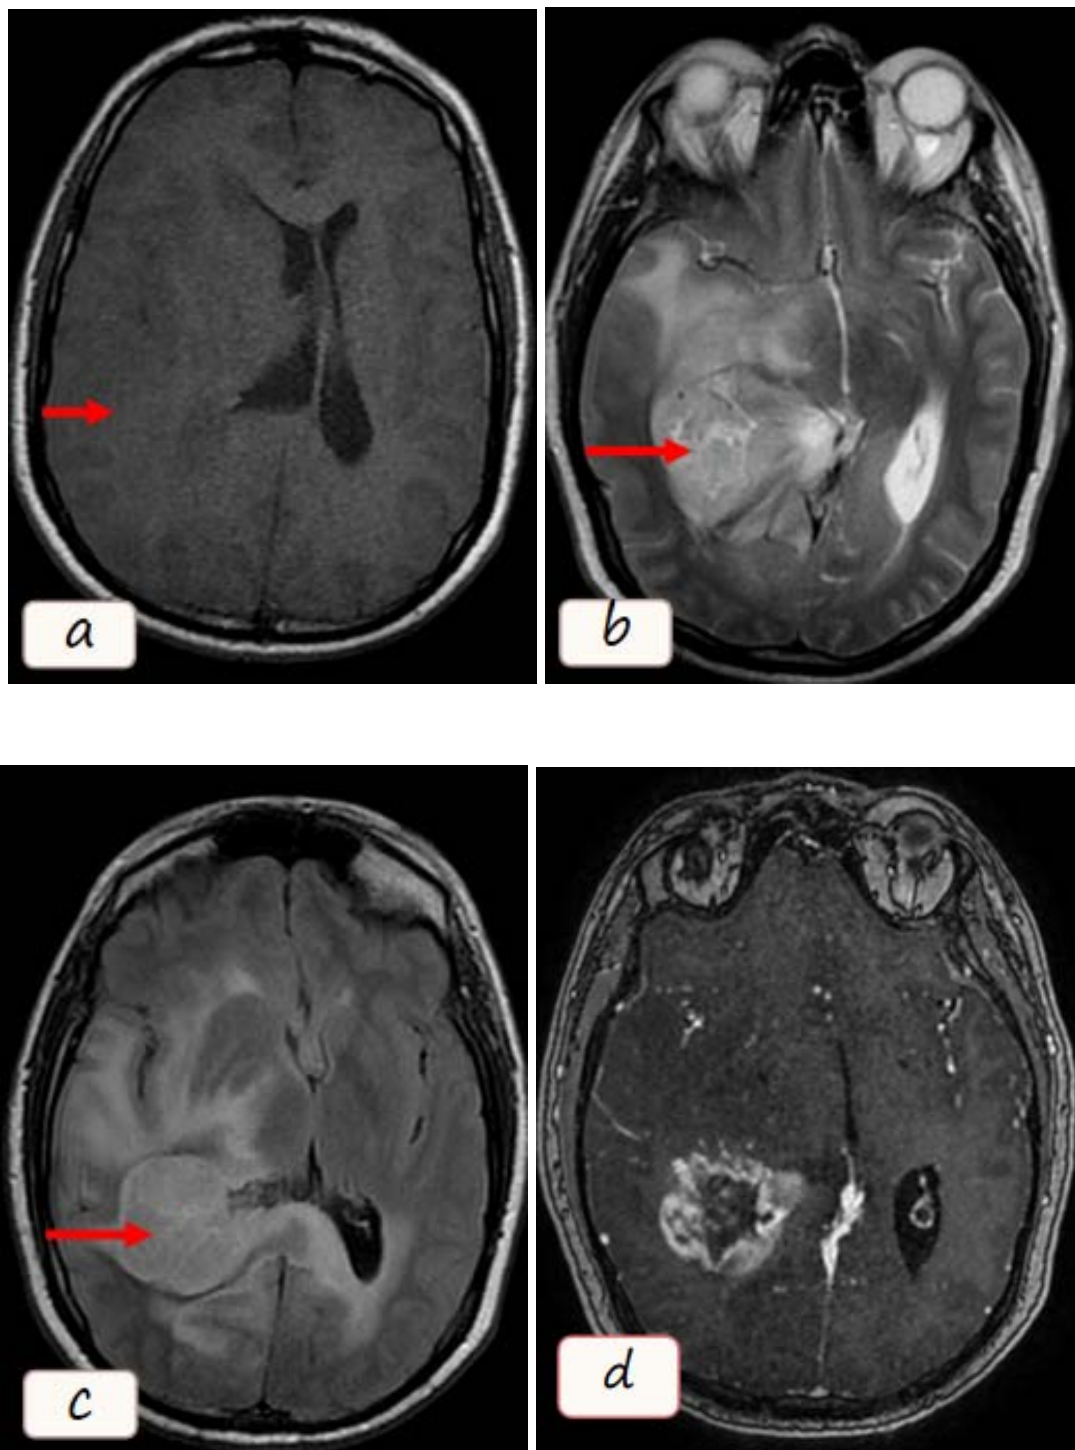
séquences d'IRM conventionnelle T1, T2 , Flair et T1 post gadolinium(a , b, c et d) montrent l'aspect en isosignal T1, hypersignal T2et Flair et le réhaussement annulaires après injection de Gadolinium(flèches)
